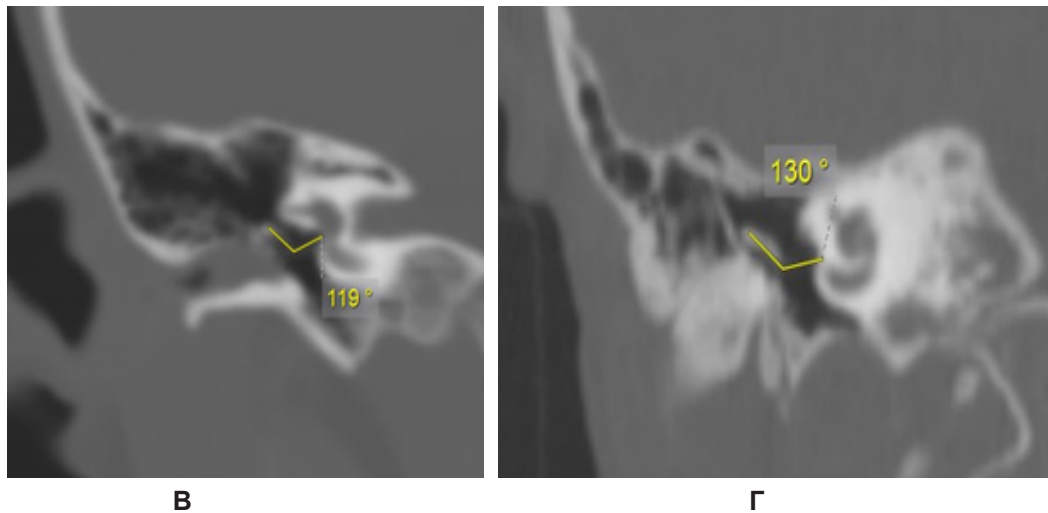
Измерение угла инкудостапедального сустава. (А, Б) Корональная компьютерная томография (КТ) нормального уха. (В) Корональная КТ правой височной кости у ребенка с врожденным стенозом наружного слухового прохода показывает угол ISJ, равный 130°. (Г) КТ правой височной кости у ребенка с врожденной атрезией ушной раковины показывает угол ISJ, равный 119°
